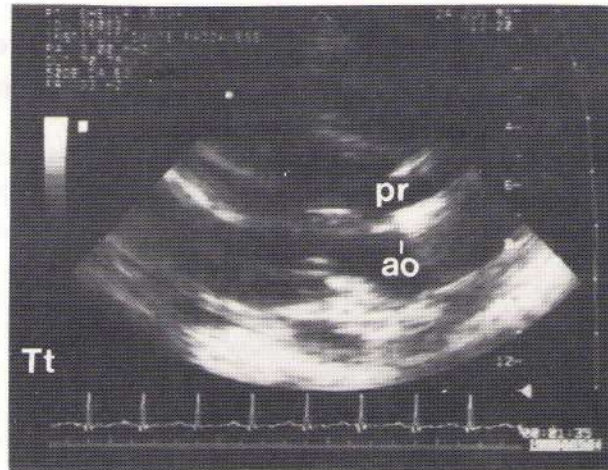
Ecocardiograma transtorácico, prótese normofuncionante, sem sinais sugestivos de vegetações. Tt - transtorácico; ao - aorta; pr - prótese.
